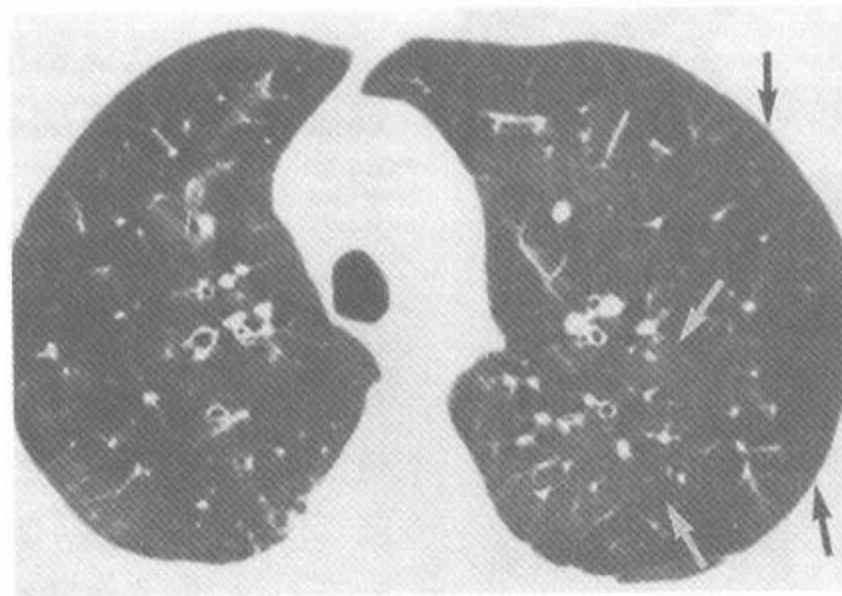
与类风湿关节炎有关的闭塞性细支气管炎病例的 HRCT
